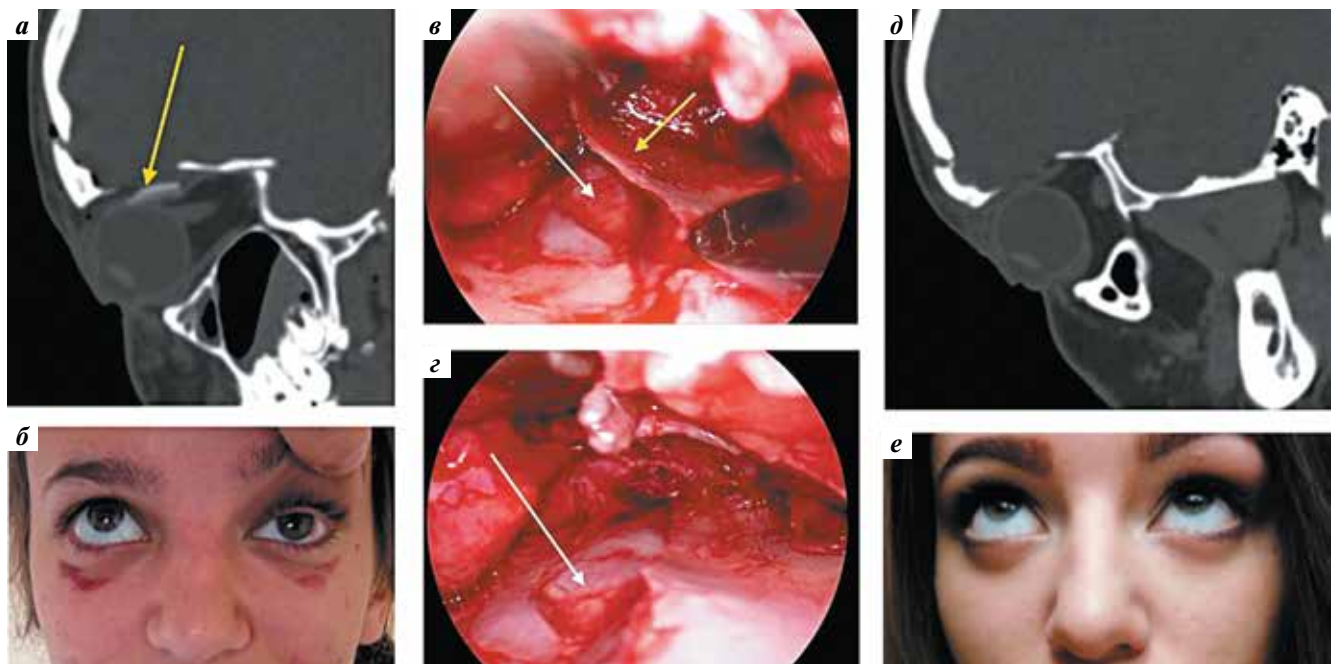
Этапы лечения пациентки с переломом верхней стенки левой орбиты: а — компьютерная томография до операции (перелом указан стрелкой); б — внешний вид пациентки до операции. Ограничение подвижности левого глаза; в, г — интраоперационные фотографии через эндоскоп с углом обзора 30° до (в) и после (г) удаления интраорбитально смещенного отломка (указан желтой стрелкой). Поднадкостничная диссекция по верхней стенке левой глазницы. Твердая мозговая оболочка указана белой стрелкой; д — компьютерная томография после операции. Отломок удален; е — внешний вид пациентки через 3 мес после операции. Ограничение подвижности левого глаза устранено
